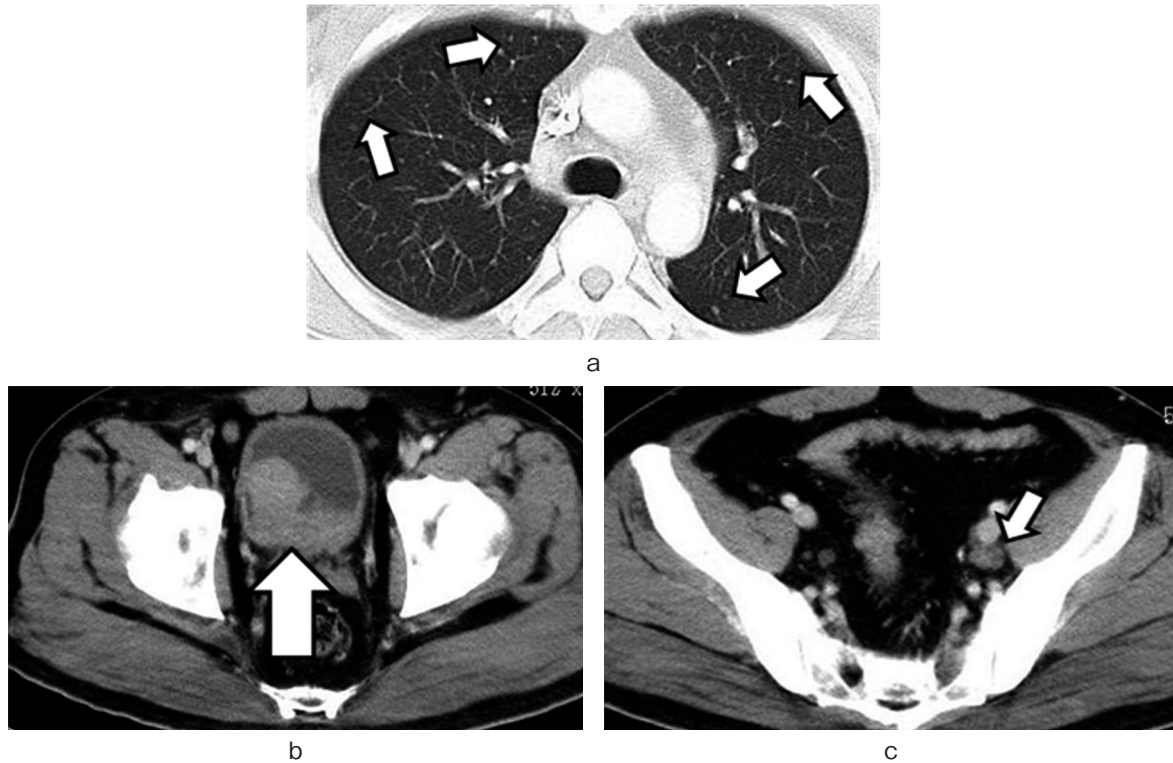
a: CT showed multiple lung metastases. b: CT revealed direct invasion of prostate cancer to the bladder. c: Pelvic CT showed bilateral lymph node metastases.
